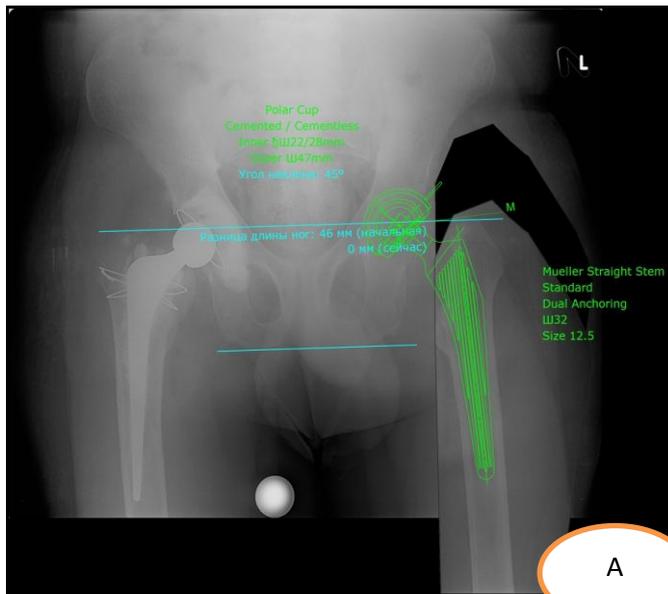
А - Предоперационное планирование; Б - рентгенограммы после второй операции; В - оценка послеоперационной рентгенограммы
